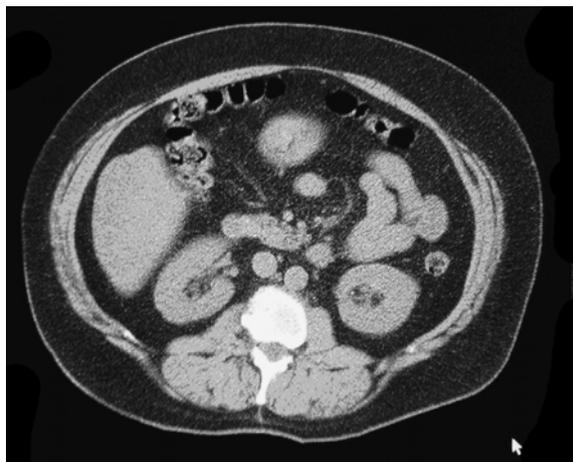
Компьютерная томография на уровне L₄—L₅: пациентка Л. 1962 г. р., представлен подкожный тип, коэффициент ВЖТ/ПКЖ составляет 0,3
